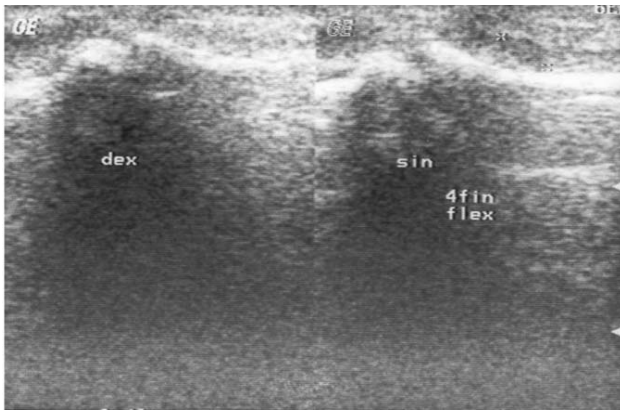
УЗИ: при продольном сканировании ладонной поверхности 4-го пальца левой кисти определяется фокальное снижение эхогенности сухожилия сгибателя пальца
